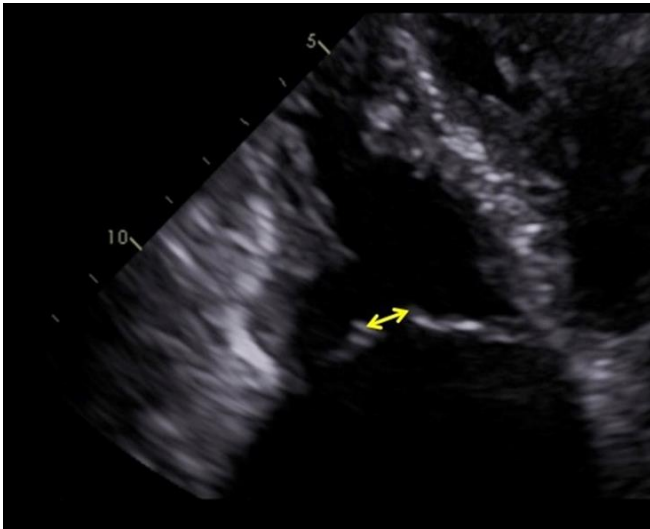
Procedimiento de medida del tamaño del defecto de coaptación. Se debe obtener desde un plano apical 4 cámaras, en telesístole midiendo la distancia desde el extremo del velo septal al extremo del velo anterior.
